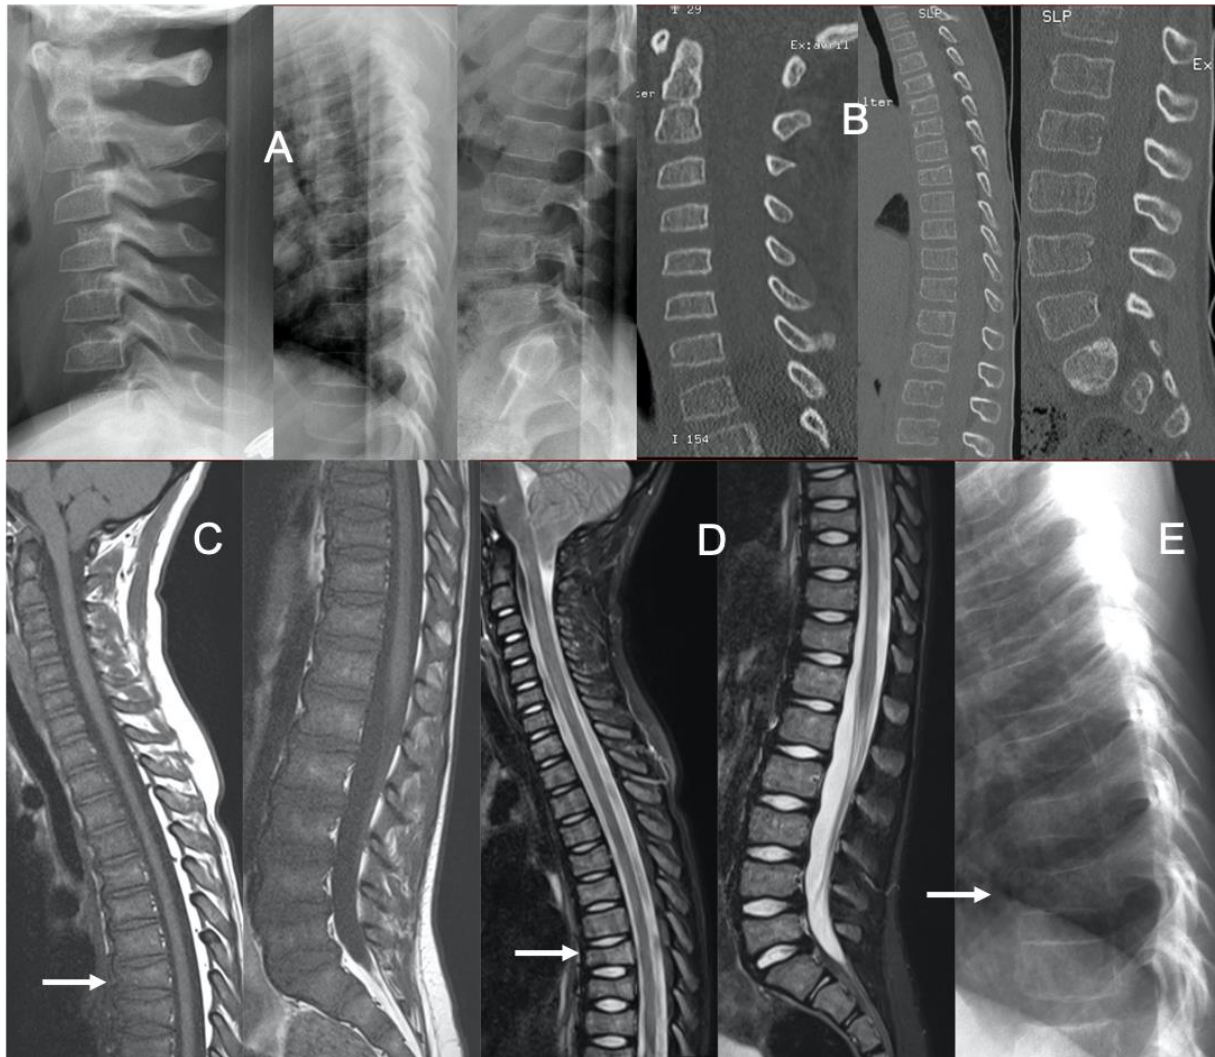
Cas 19 : Enfant de 6 ans : douleurs rachidiennes hyperalgiques sans trouble neurologique depuis 15 jours suite à un traumatisme de basse cinétique. Les radiographies standards (A) et un scanner (B) de l'ensemble du rachis sont interprétés comme normaux. Aucun autre bilan n'est réalisé et une surveillance est proposée. Le patient consulte un mois plus tard : les rachialgies depuis 48 heures sont d'horaires inflammatoires et insomniantes avec impossibilité de marcher. Au cours de l'hospitalisation, l'enfant présente des paresthésies en doigt de gant et en chaussette. La NFS révèle une bi-cytopénie. Les radiographies (E) montrent une hétérogénéité de la trame osseuse. Il existe une perte de hauteur de certains corps vertébraux, des plateaux vertébraux irréguliers, notamment de T7 (flèches). L'IRM met en évidence une infiltration ostéo-médullaire diffuse se traduisant par un hyposignal T1 (C) diffus de la moelle osseuse, en hypersignal T2 STIR. On retrouve la perte de hauteur de certaines vertèbres ainsi que les aspects irréguliers des plateaux vertébraux de certains corps vertébraux, comme au niveau de T7 (flèches). L'exploration encéphalique n'a pas montré d'anomalie. Le myélogramme confirme une LAL B.
